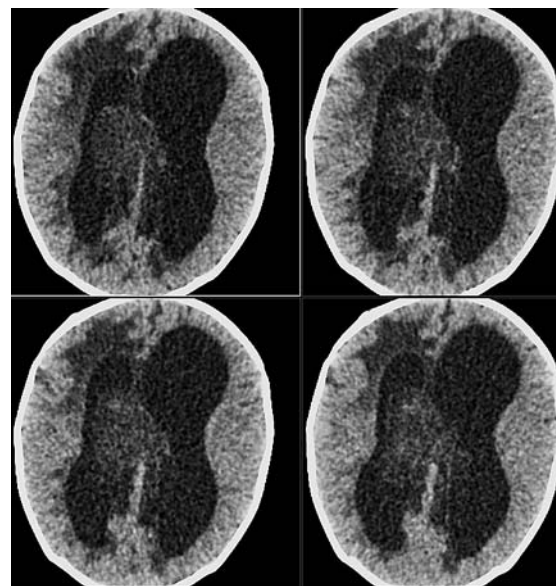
МСКТ (серия аксиальных срезов): интра-, паравентрикулярный сверток в теле правого бокового желудочка изоденсивен. Асимметричная вентрикуломегалия. Перивентрикулярный отек просматривается преимущественно у правого бокового желудочка
